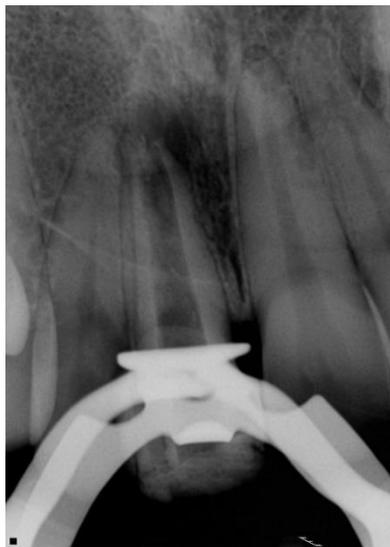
Radiografia do conduto desobstruído.
